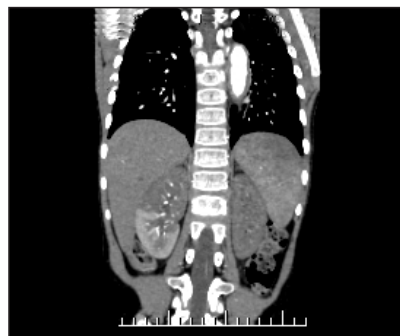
TAC – Corte coronal de tórax y abdomen. Isquemia renal izquierda y segmento superior del riñón derecho.
